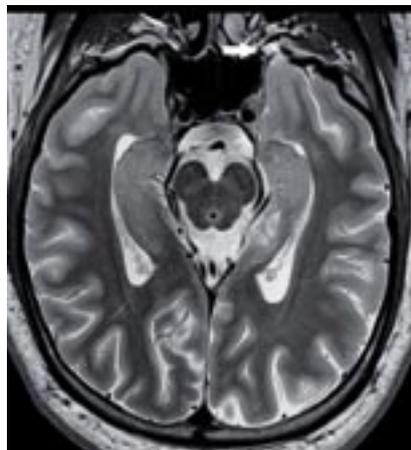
МРТ головного мозга высокого разрешения. Аксиальная проекция. Гиппокампы
